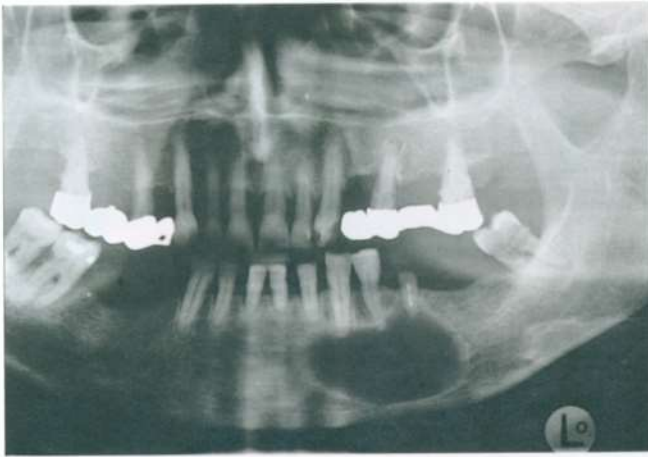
Периапикальная киста, связанная с зубом 3.5: однокammerная, с четко очерченными краями и типичным рентгеноконтрастным краем
